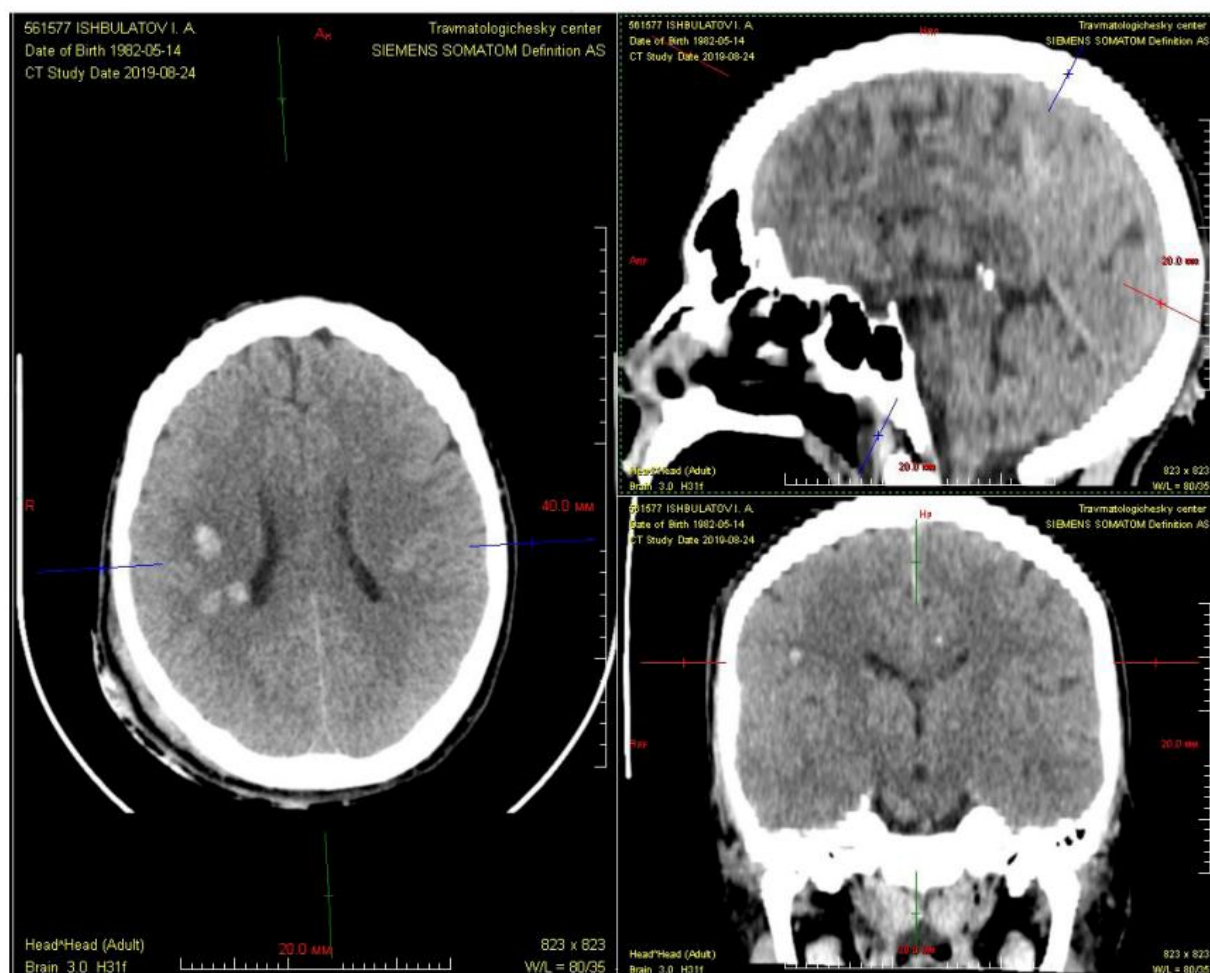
Пациент И., 37 лет, КТ головного мозга (24.08.2019)
